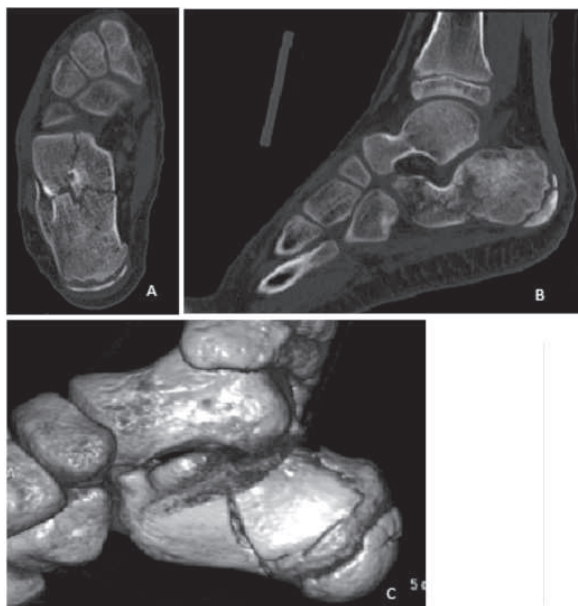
Imágenes de TAC. Caso A. A) Corte Axial . B) Corte Sagital. C) Reconstrucción tridimensional
